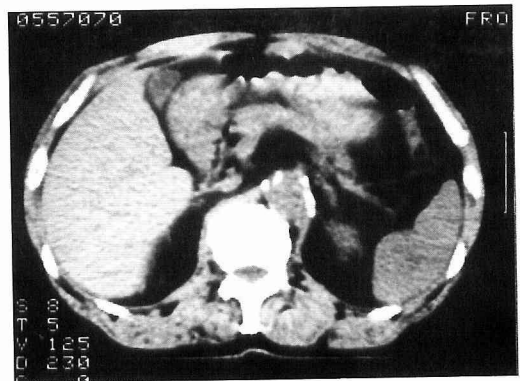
Computed tomography reveals no space-occupying lesion in the liver and no splenomegaly.
